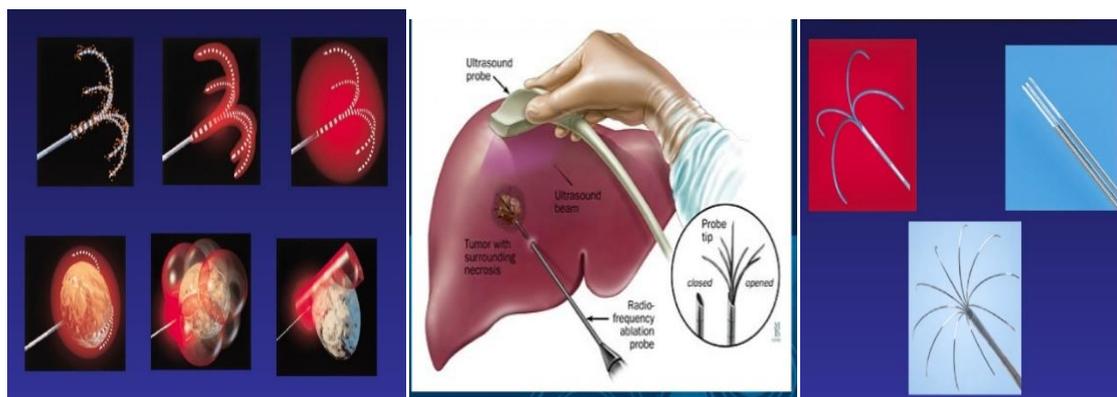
dispositivo en la técnica de radiofrecuencia guiado por ecografía
